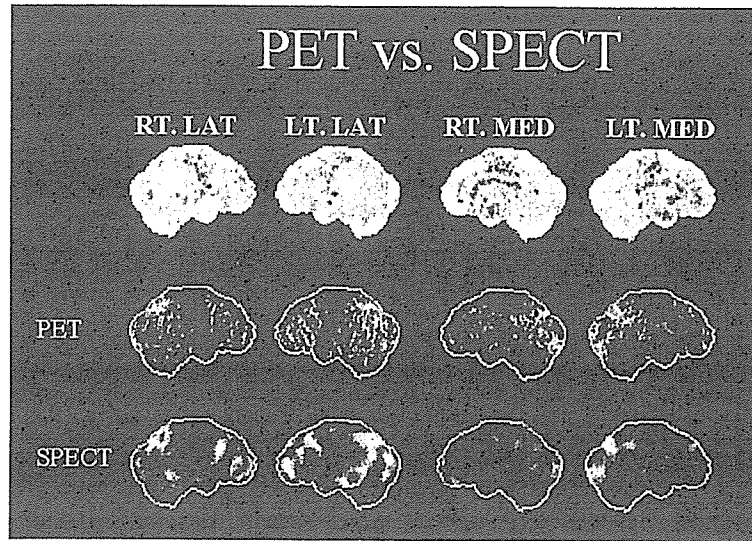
Comparison between PET and SPECT. Middle and lower columns show Z-maps of 3D-SSP in same patient with AD.
